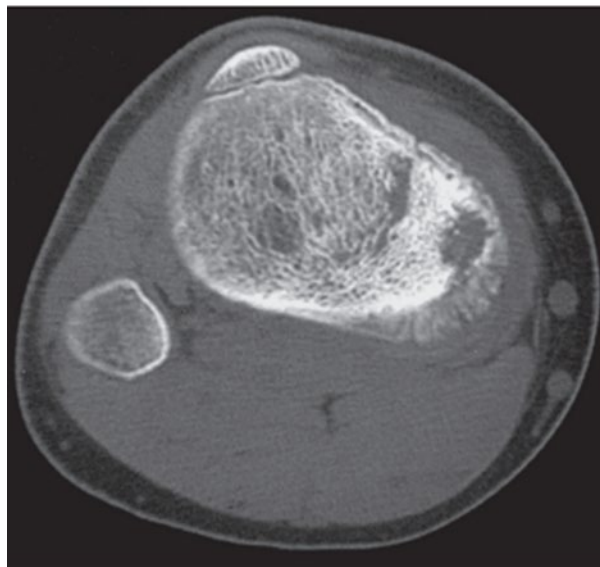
Un scanner tomodensitométrique (CT) d'ostéosarcome montre une formation osseuse et une destruction osseuse [157].
